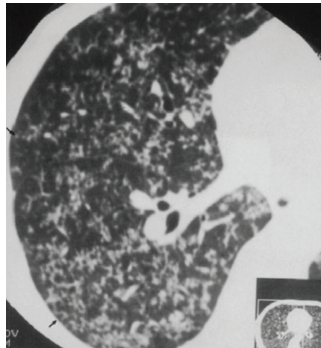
• Difusão broncogénica da tuberculose. TC mostra um padrão típico de árvore-em-broto (tree-in-bud). Nódulos centrilobulares e opacidades nas ramificações podem ser identificadas próximas à superfície pleural (setas).
